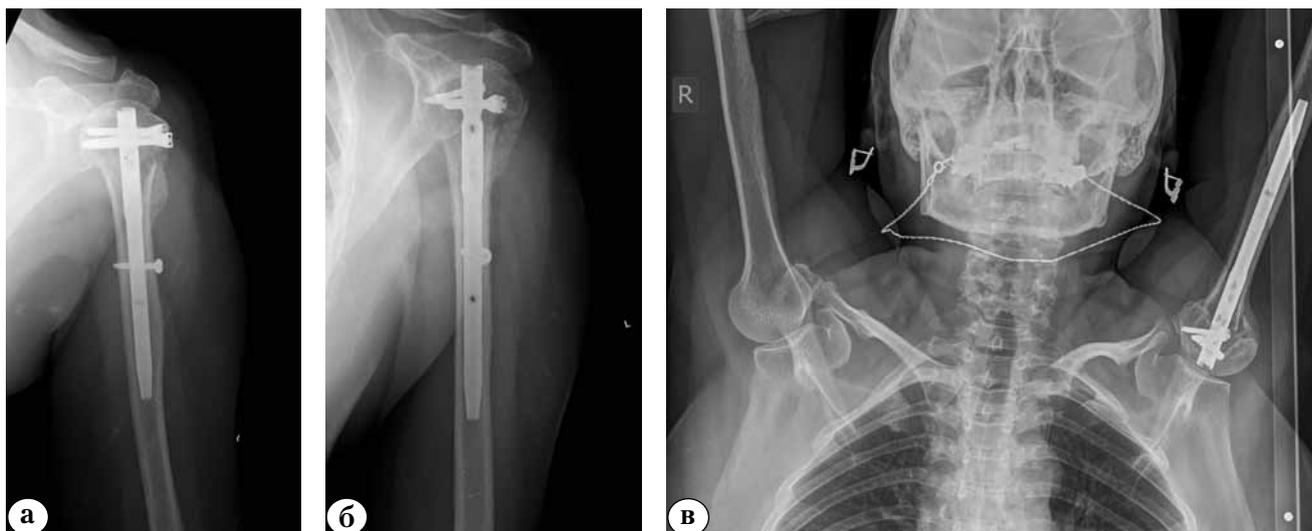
Рентгенограммы через 2 месяца после остеосинтеза:
